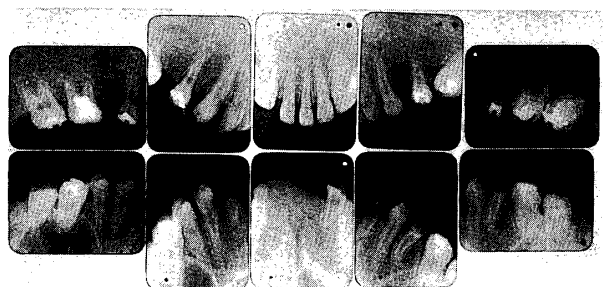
症例13 (a: デンタルX線写真, b: オルソパントモグラム)
